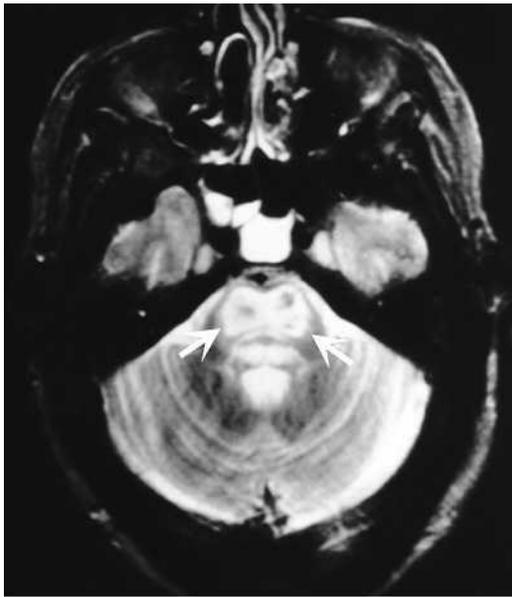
Myélinolyse centropontine. IRM pondérée en T2, coupe axiale passant par le pont, montrant une zone symétrique de signal anormal hyperintense dans la partie basale du pont (flèches).
